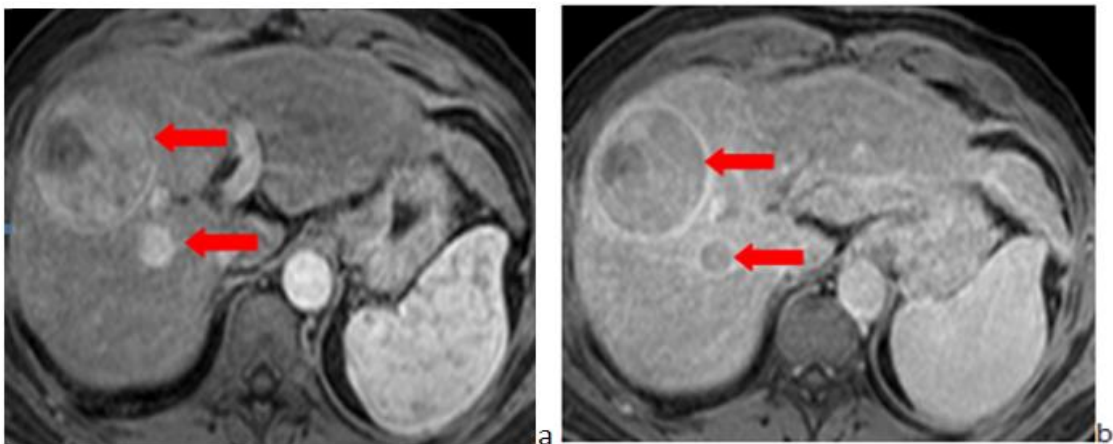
a) Resonancia magnética abdominal realizada en un paciente de 72 años. Se observa la presencia de dos carcinomas hepatocelulares en segmento VIII de 69 y 22 mm de diámetro, repectivamente (flechas). Las lesiones presentan captación en fase arterial. b) Las dos lesiones (flechas) presentan lavado precoz y pseudocápsula en la fase venosa portal, criterios de carcinoma hepatocelular.
